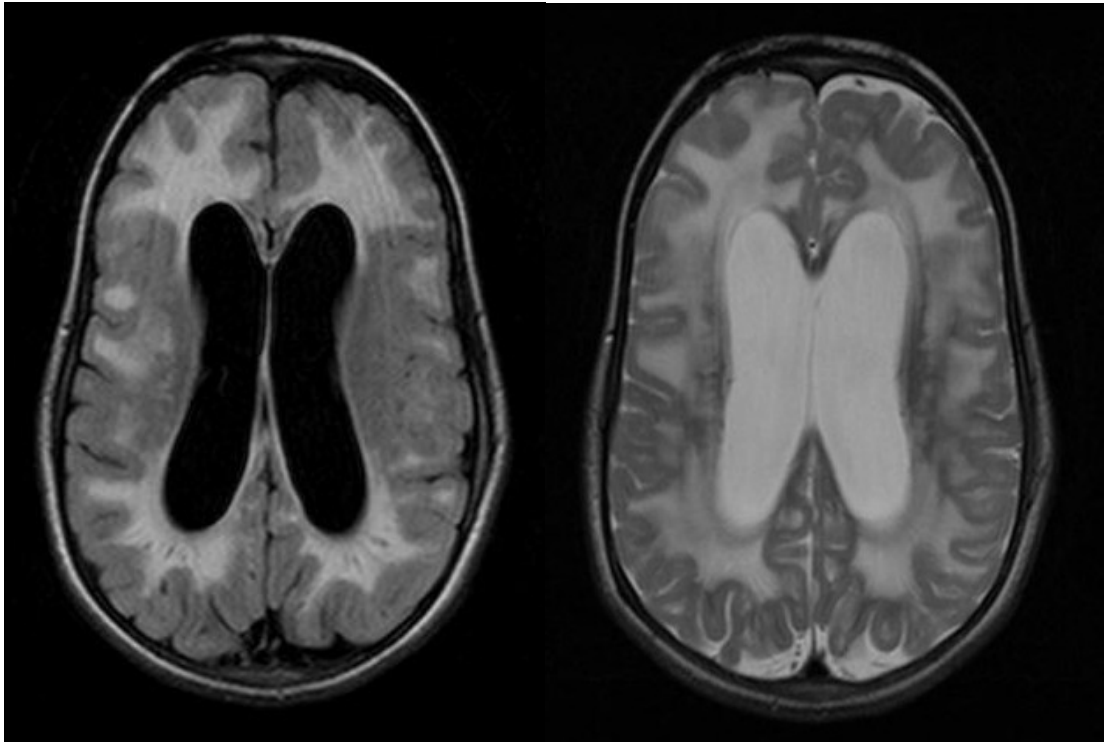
Axial FLAIR (a) and T2-weighted images (b). Examples of white matter lesion and hydrocephalus in mucopolisaccharidosis VI patient (10,6yo).
